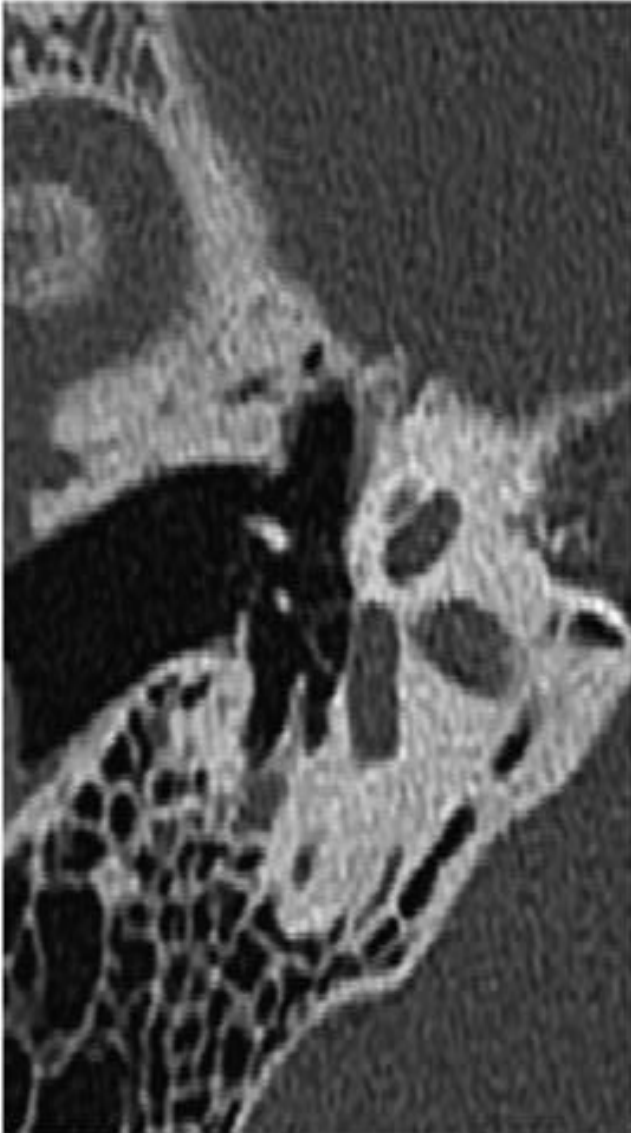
Otospongiose type 0. Coupe TDM
